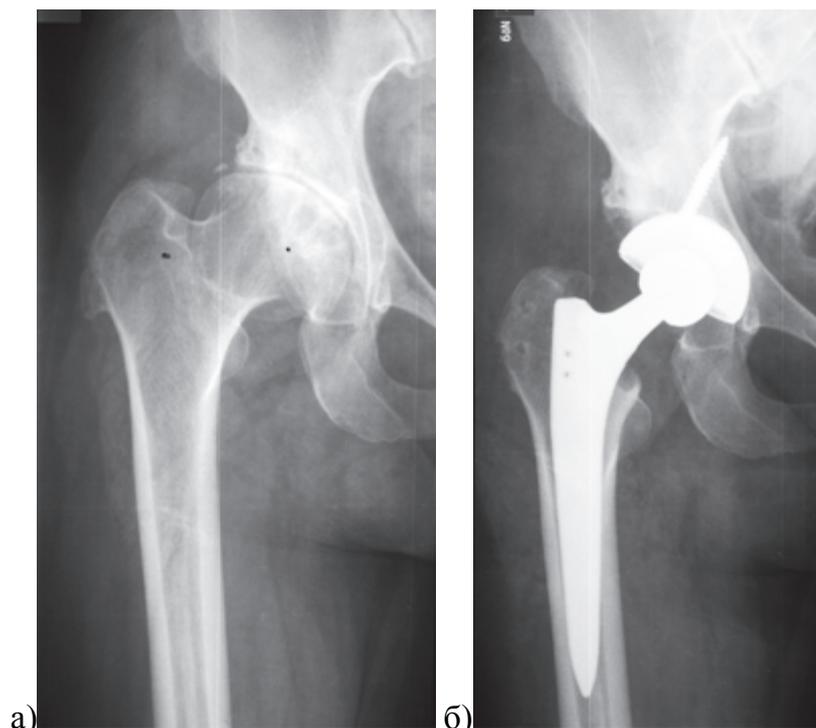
Рентгенограммы пациентки 44 лет: а – правосторонний коксартроз с варусной деформацией шейки бедренной кости, б – для профилактики переудлинения конечности, перелома большого вертела и сохранения офсета установлена изогнутая ножка с малым офсетом и ШДУ 131° (SL MIA (Smith&Nephew))
